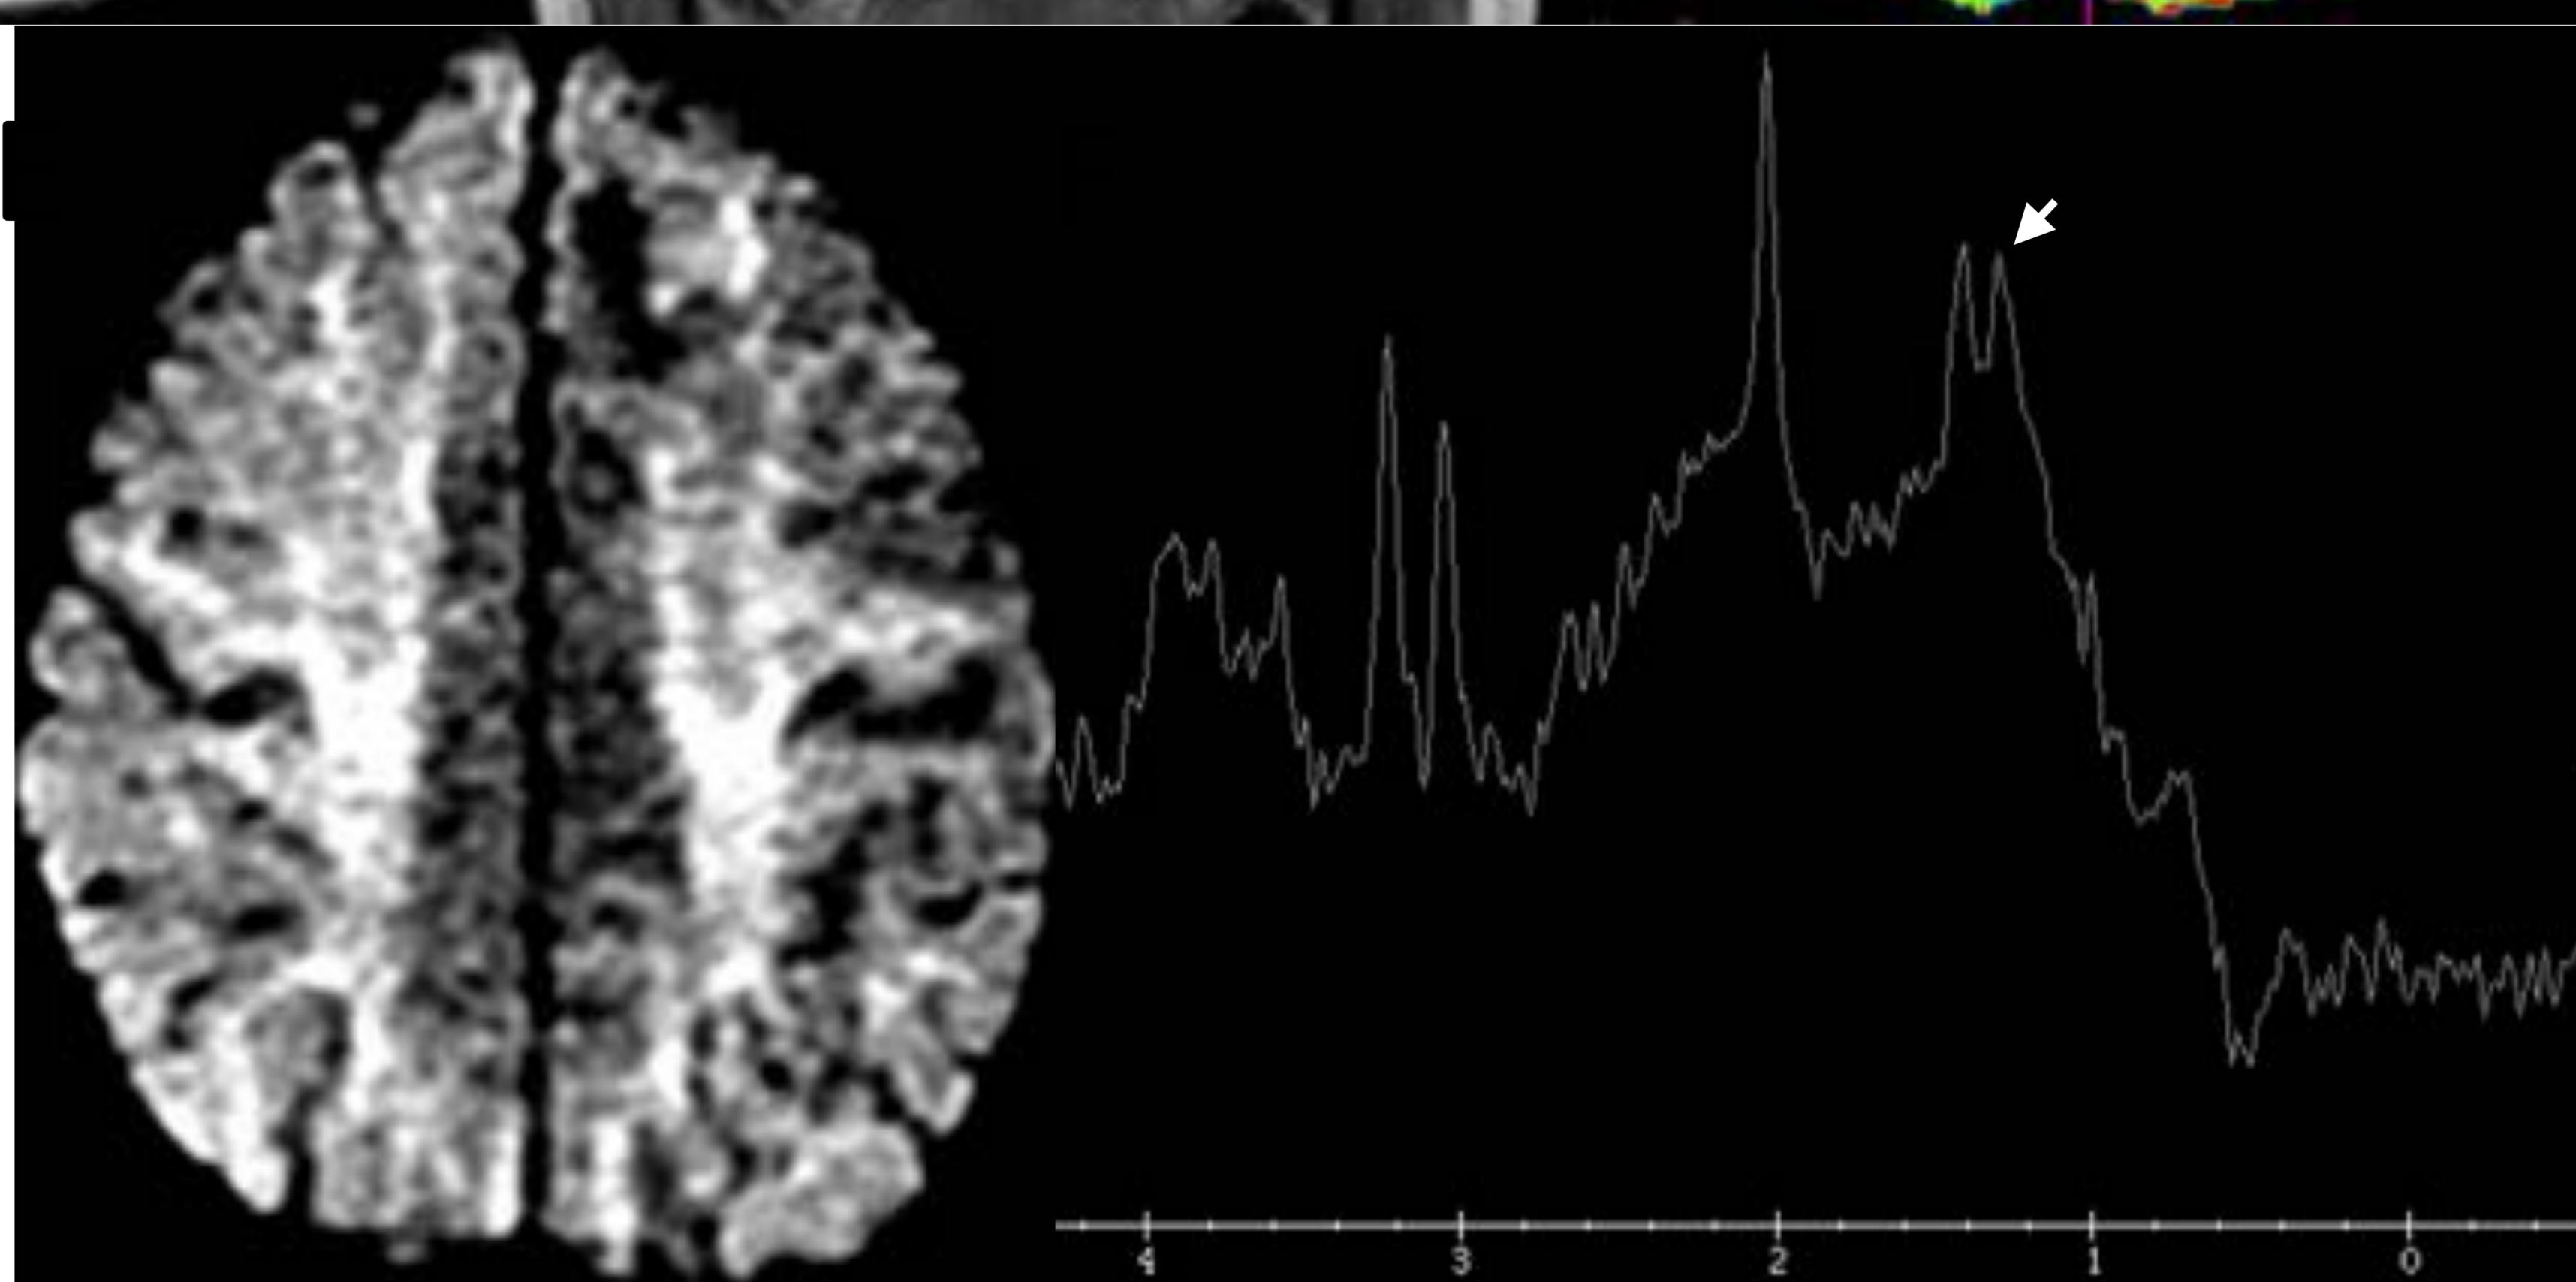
Paciente con antecedente de linfoma que ingresa por afectación del SNC. Tanto en el estudio de TC simple como RM se observan múltiples lesiones realzantes en lóbulos frontales, predominantemente en el lado derecho, localizadas en la sustancia blanca profunda y periventricular, que se acompañan de edema vasogénico. La mayoría muestran realce nodular, algunas con área hipocaptante en su interior sugestiva de necrosis, que se trató de un linfoma cerebral secundario. Hospital Morales Meseguer, Murcia.
